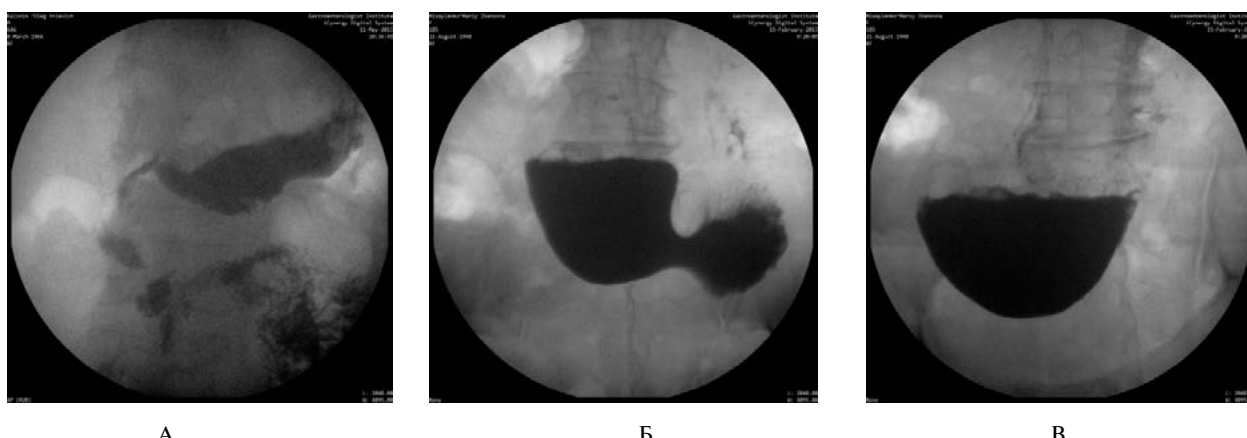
Рентгенологічні зміни при стенозі: А — деформація ДПК при компенсованому стенозі, стаз барієвої суспензії ДПК; Б — виражена деформація ДПК при субкомпенсованому стенозі; В — декомпенсований стеноз шлунка, відсутність евакуації
